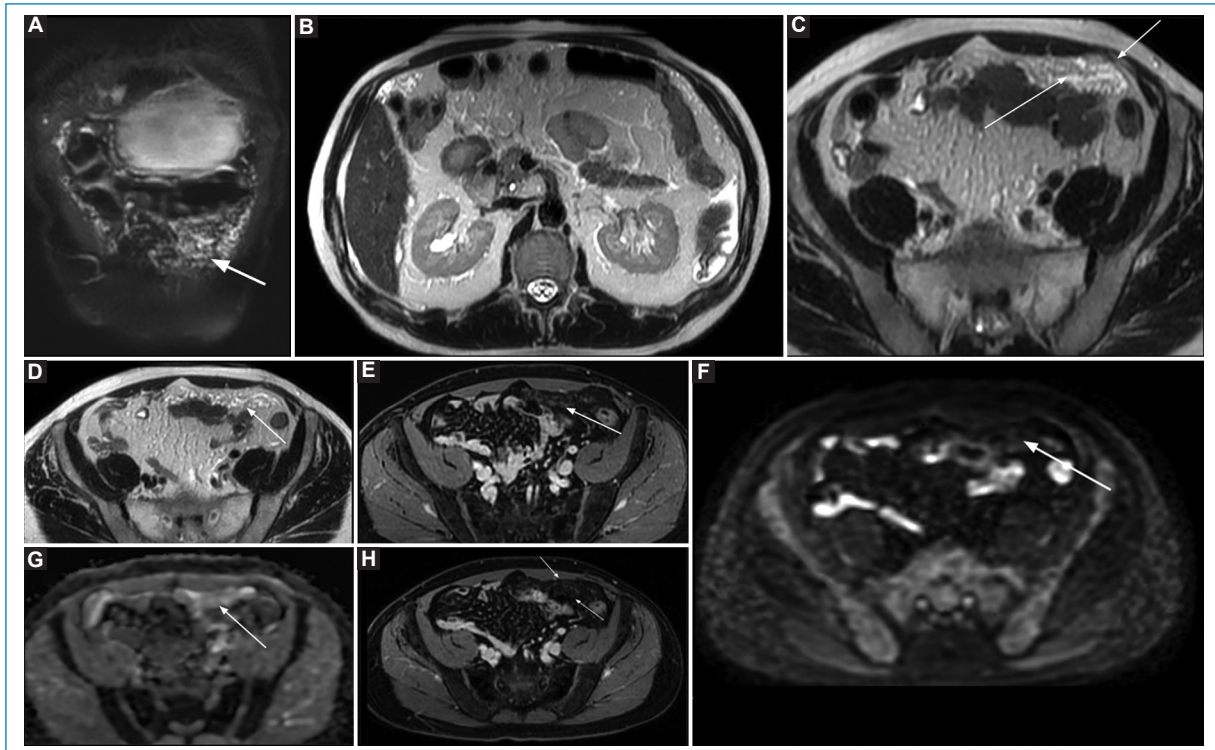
Hombre de 62 años de edad con cáncer de colon mucinoso de bajo grado. Las imágenes de RM (A-H) evidencian compromiso peritoneal difuso a expensas de múltiples implantes confluentes, más evidentes en el peritoneo pelviano anterior (flechas), que muestran una señal predominantemente hiperintensa en T2 y ADC (sin restricción en difusión), sin realce significativo en las secuencias T1 poscontraste. La combinación de las secuencias ponderadas en T2, de difusión y T1 con contraste en fases tardías permitió sugerir la presencia de mucina acelular, sin signos de realce ni restricción. Esta diferenciación resulta fundamental en el contexto quirúrgico, tal como ha sido descrito en la literatura radiológica.
